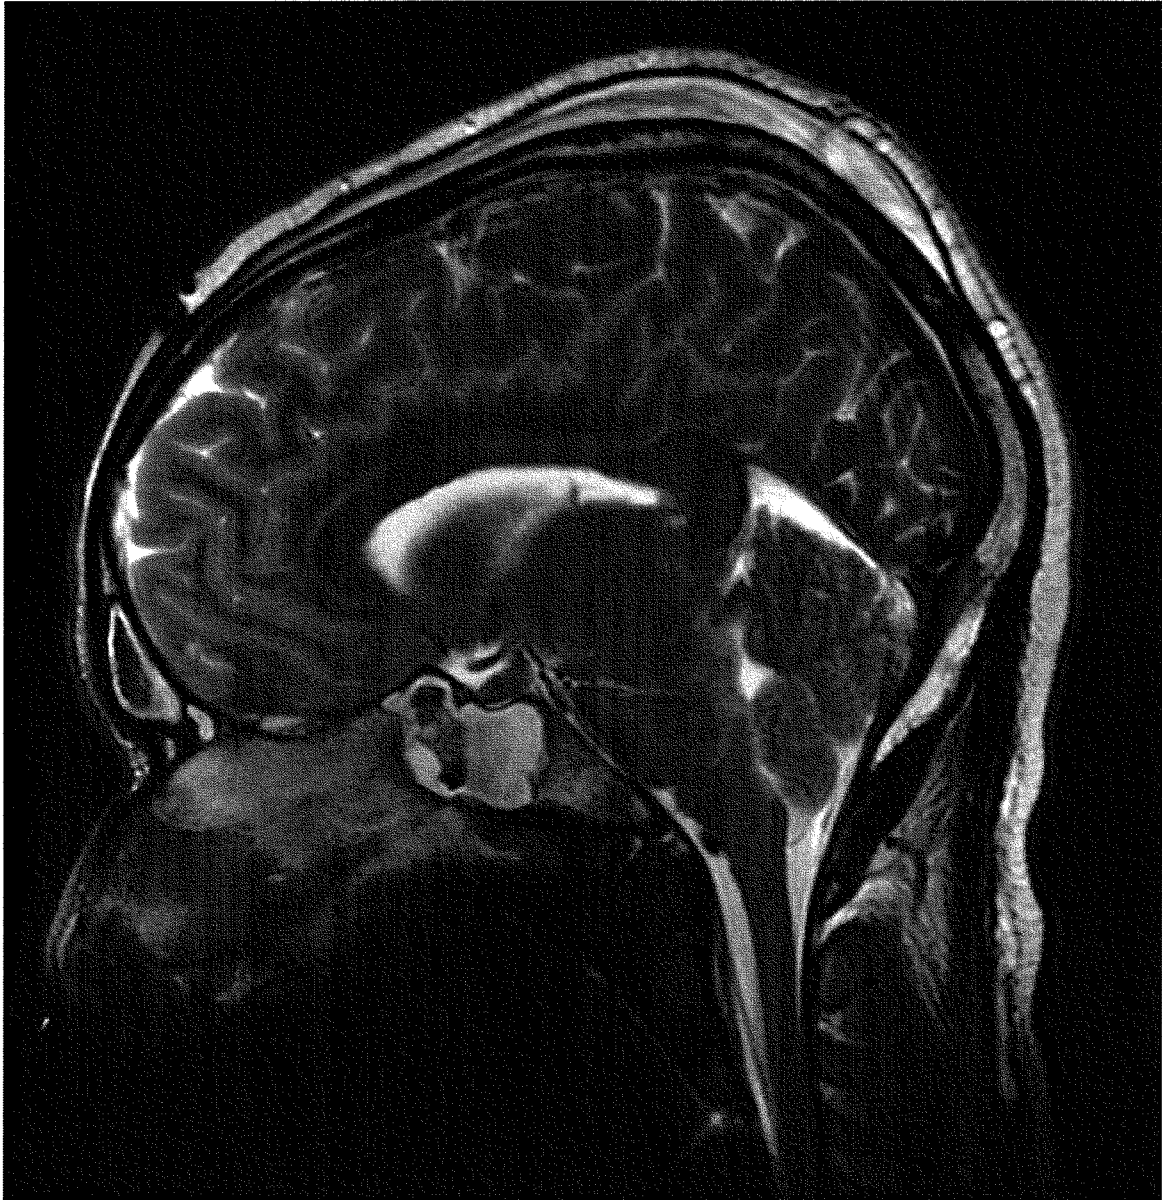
IRM cérébrale coupe sagittale médiane T2
